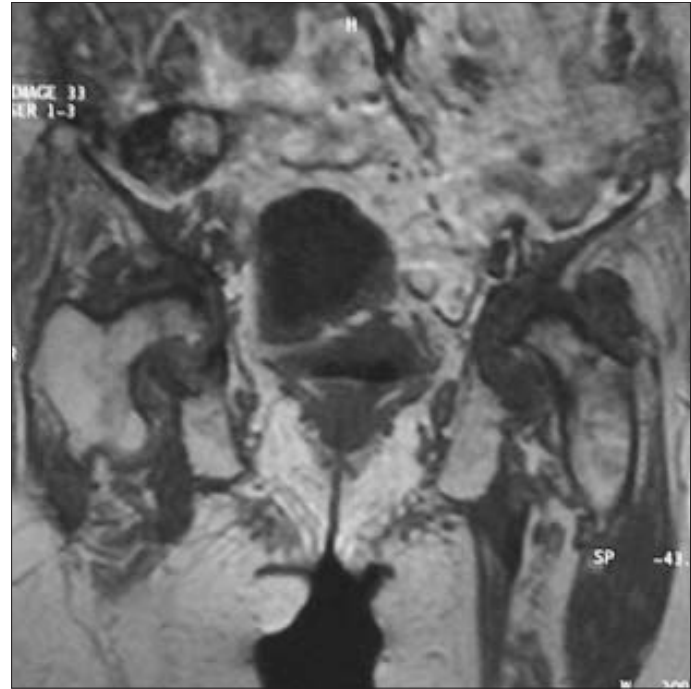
Bilateral kalça MRG'de koronal T1 ve T2 ağırlıklı kesitler. Her iki femur başı ve femur boynunda deformasyon, her iki koksafemoral eklemlerin mesafesinde ekspansiv effüzyon ve sinovyal hipertrofi.
